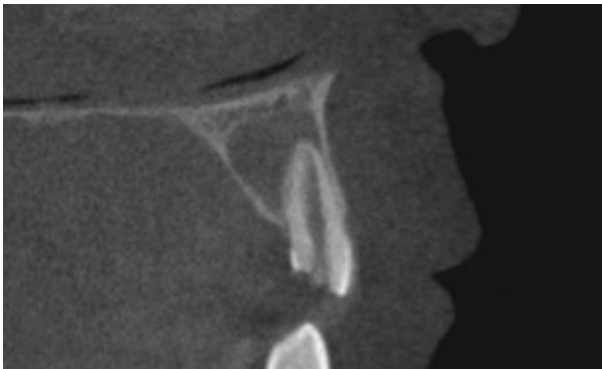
Corte sagital da tomografia do dente 12. É possível perceber a extensão da lesão de aproximadamente um centímetro, hipodensa em seu interior, com bordas (corticais) preservadas.
